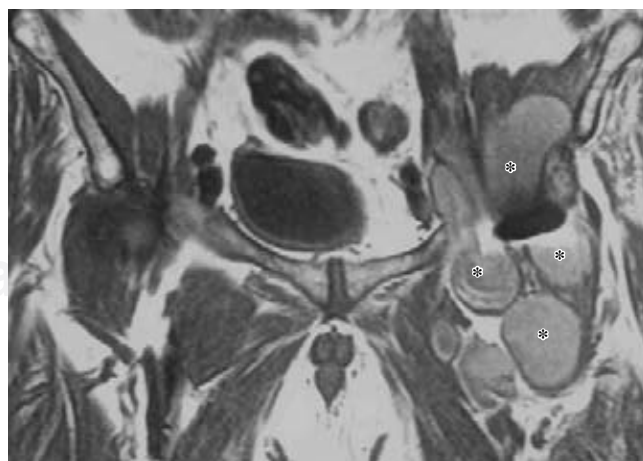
RMN (Corte Coronal de pelvis ponderado en T1) Masa quística de 15x8 cm polilobulada (*), de contenido heterogéneo con focos hiperintensos, entre la PTC (artefacto negro central) y el plano profundo del músculo ilíaco, siguiendo el eje de la arteria ilíaca y femoral.
